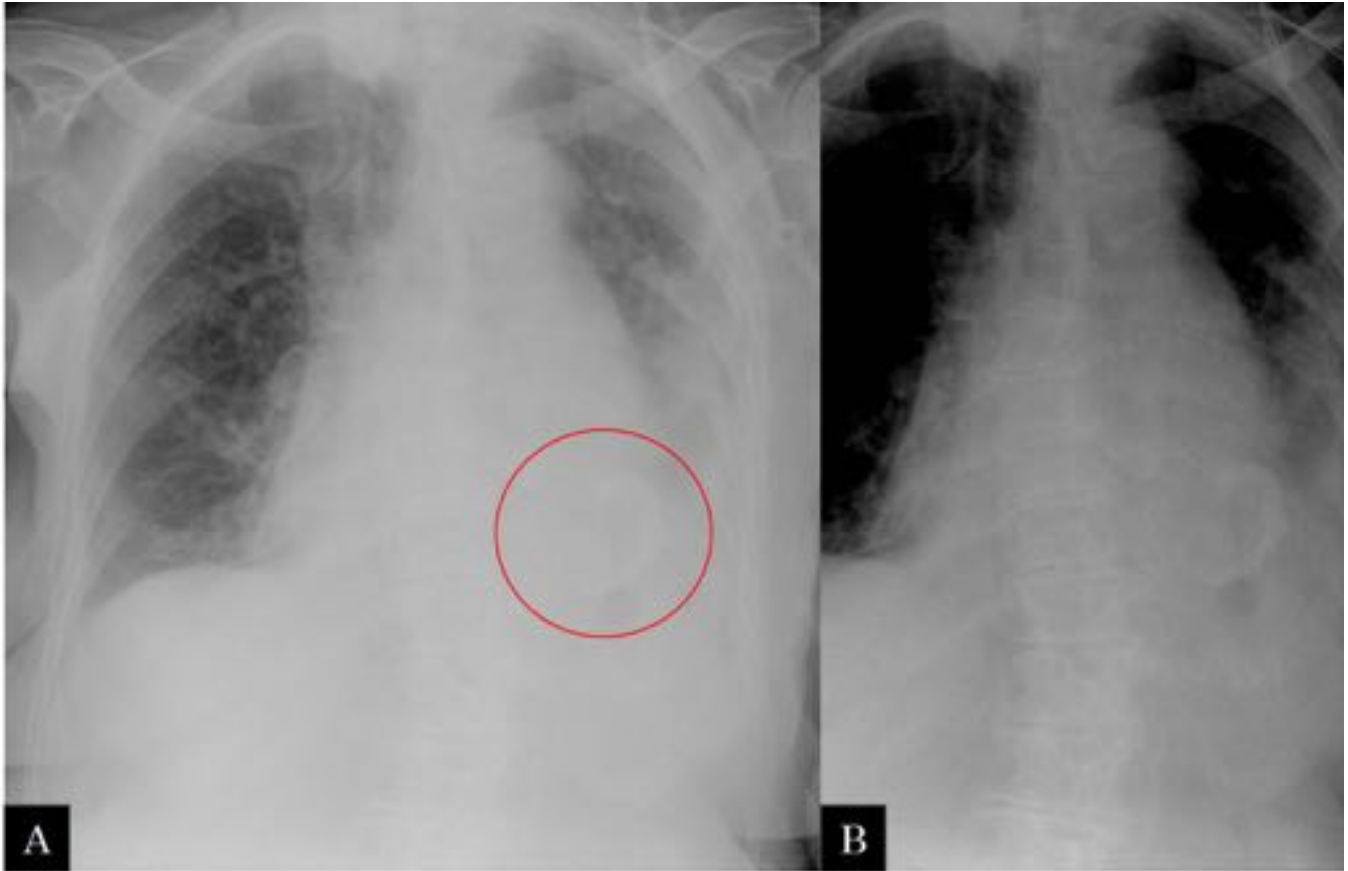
Mujer de 89 antecedentes de enfermedad de Alzheimer. A) radiografía de tórax en decúbito supino: se observa cardiomegalia y un aumento de densidad en la base pulmonar izquierda con mala definición del hemidiafragma ipsilateral. Se identifica un anillo incompleto de alta densidad compatible con calcificación del anillo valvular mitral (circulo); B) se ha modificado la ventana para una mejor visualización.
